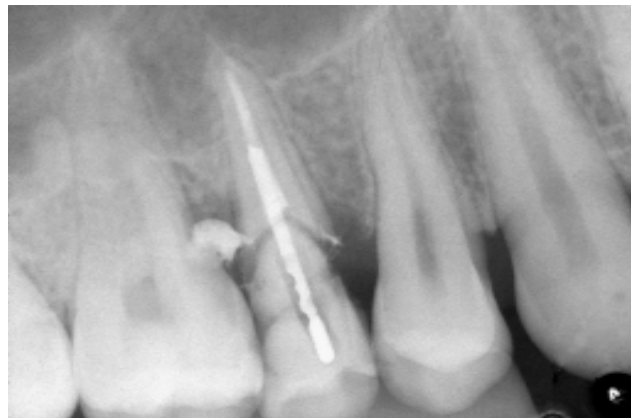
Radiografia demonstrando fratura e perfuração periodontal que condenava o elemento dental
